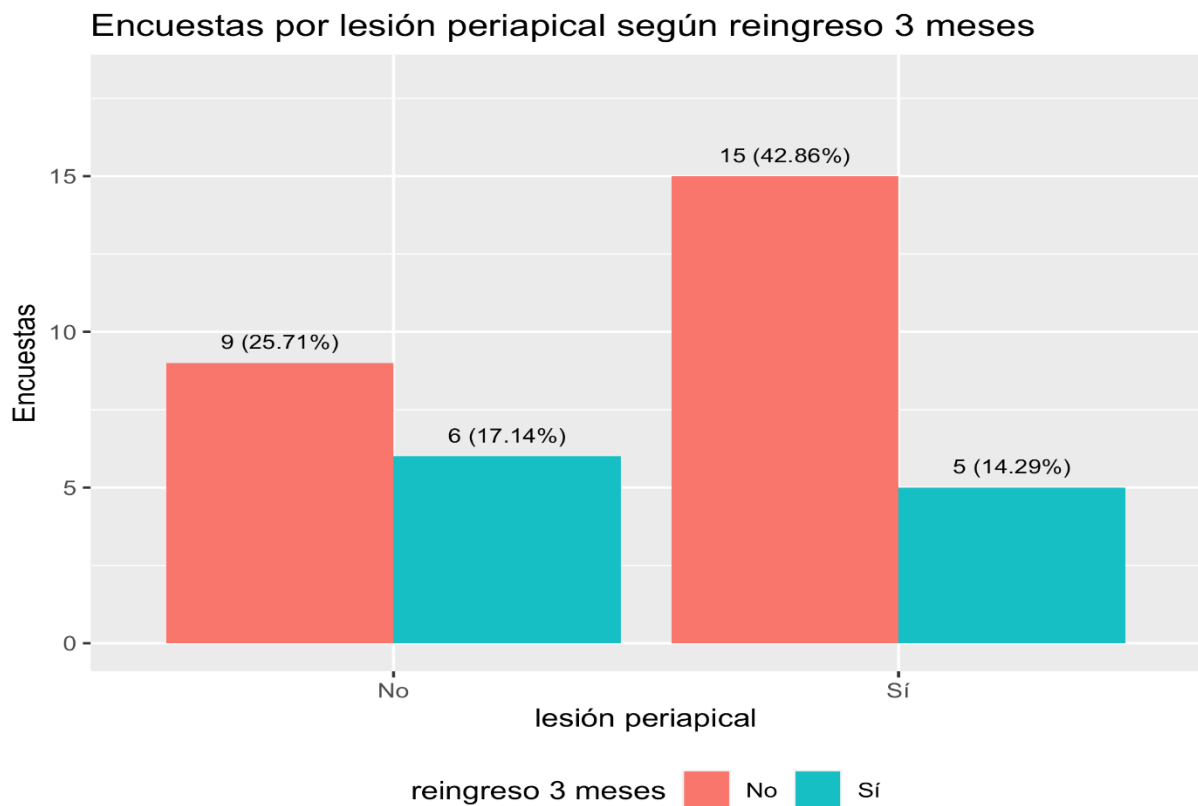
Pacientes por lesión periapical según reingreso 3 meses.
